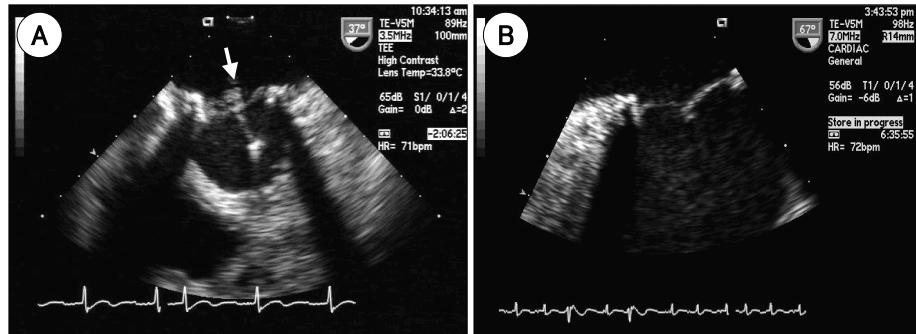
Transesophageal echocardiographic finding on re-admission show shallow membrane-like mass (arrow) covered on prosthetic valve (A). Follow-up transesophageal echocardiographic finding show completely resolved vegetation on prosthetic valve after 2 months of amphotericine-B treatment (B).
